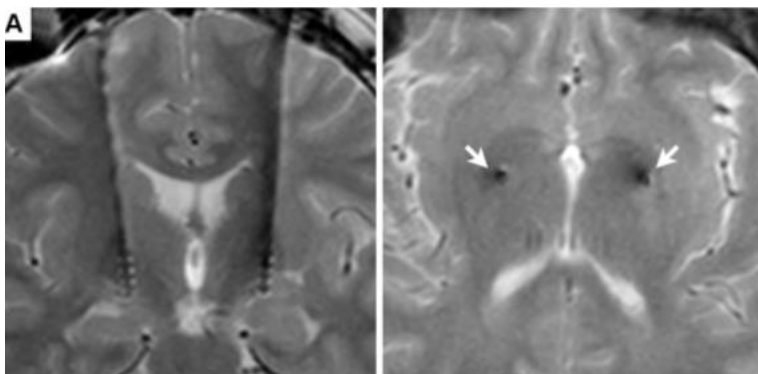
Lage der implantierten Stimulationselektroden im postoperativen MRT im Frontalschnitt (links) und im Bereich der aktiven Kontakte in der axialen Schnittebene (rechts). Die Pfeile zeigen auf die Artefakte der Stimulationselektroden im GPi, übernommen und modifiziert aus Krause et al. 2016.
